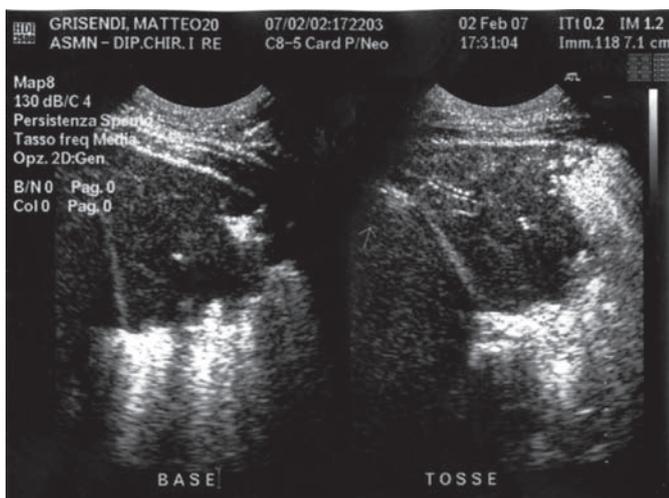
Ecografia del torace: si evidenzia la comparsa sotto i colpi di tosse di un broncogramma fluido.
